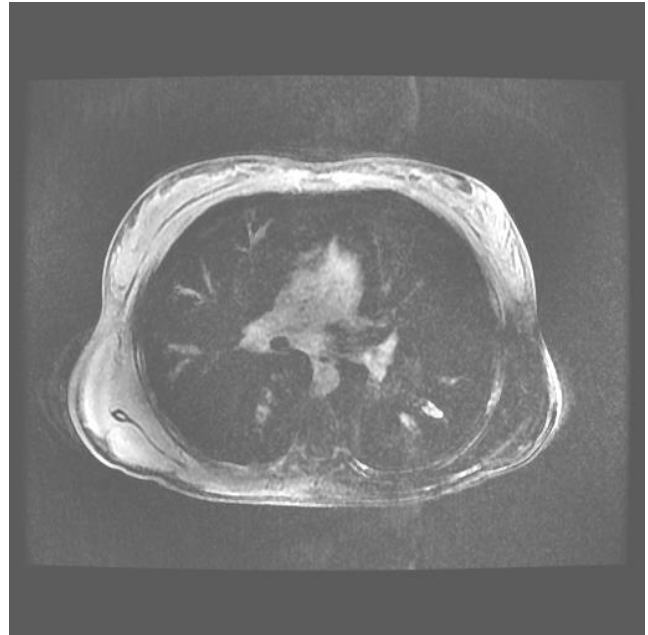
Ressonância magnética ponderada em T1 com respiração livre e reconstrução radial do espaço K demonstra bronquiectasias e broncomucoceles em ambos os lobos inferiores.
